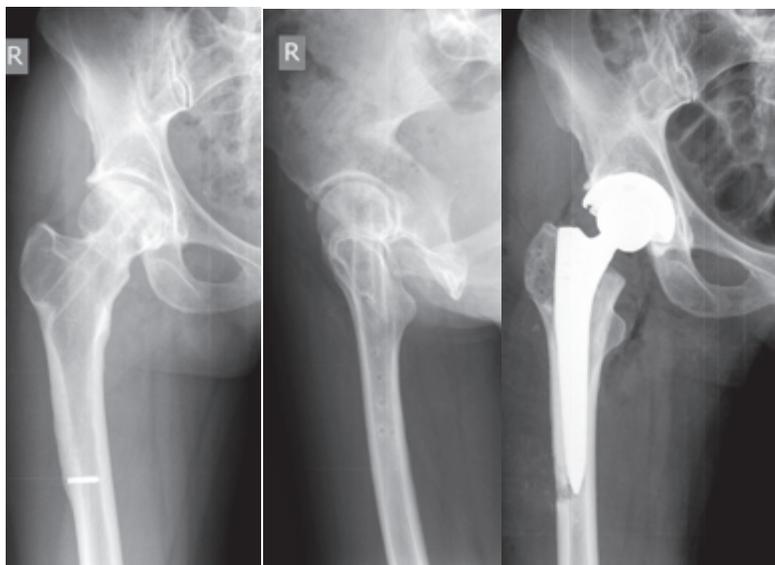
Рентгенограммы пациентки 56 лет с деформацией шейки бедренной кости после остеосинтеза перелома и наличием сломанного винта в канале бедренной кости: а – винт в дистальной части перекрывает канал бедренной кости; б – при имплантации ножки возникла необходимость удаления винта; в процессе удаления винта был поврежден наружный кортикал бедренной кости на 1/3 диаметра, дефект был заполнен костной аутоостружкой, полученной при обработке впадины фрезами; в – через год определяется перестройка аутотрансплантата
